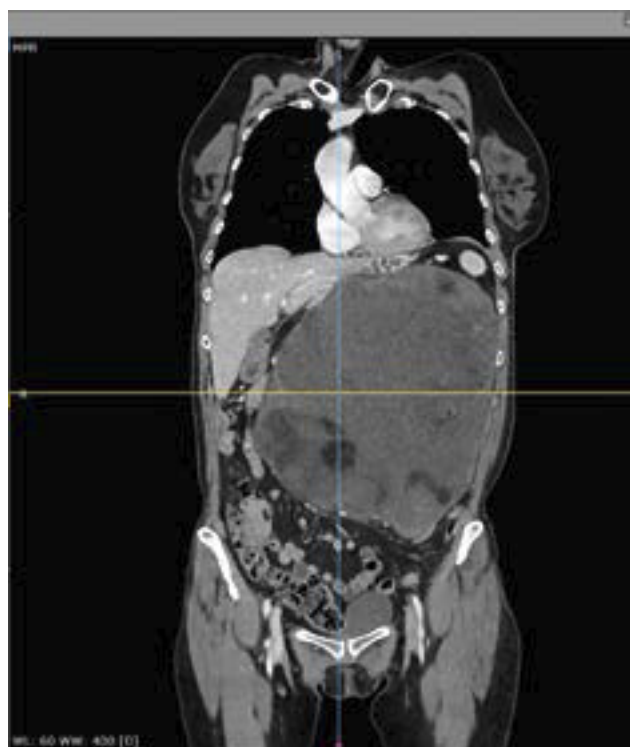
КТ-сканы до операции
